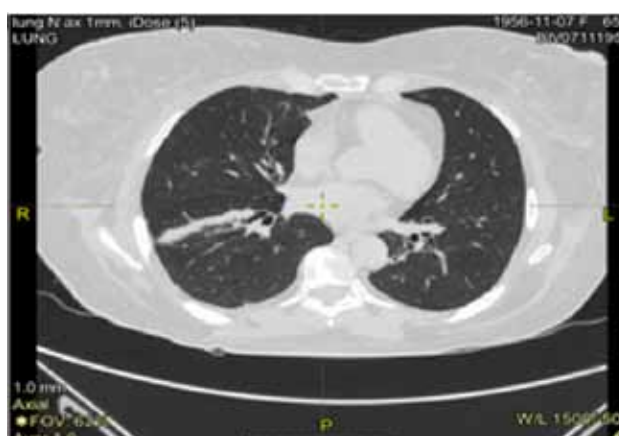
МСКТ органов грудной клетки пациентки Б
